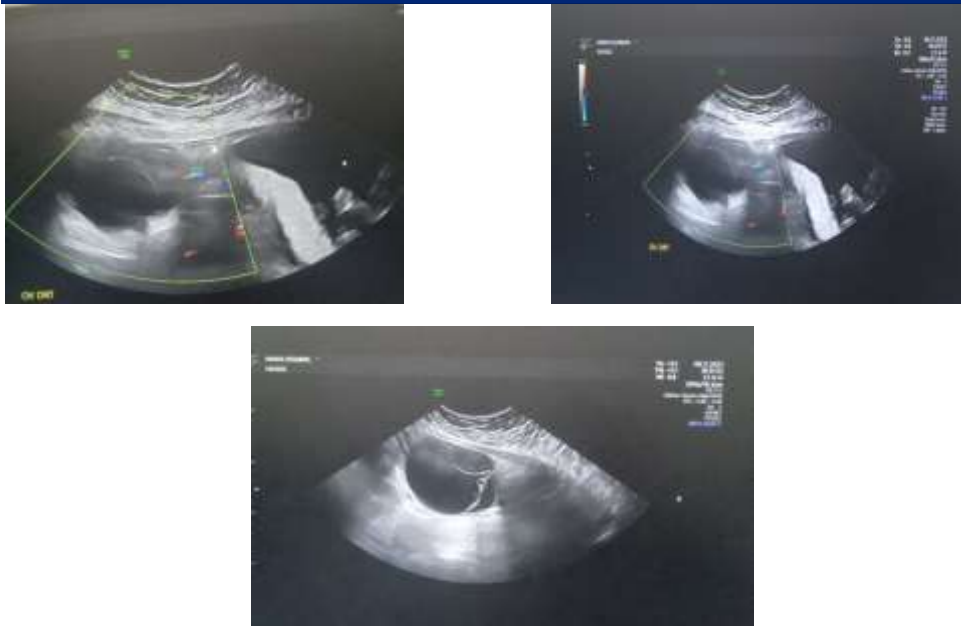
images échographique témoignant de la torsion d'annexe avec mise en évidence d'un double tour de spire
